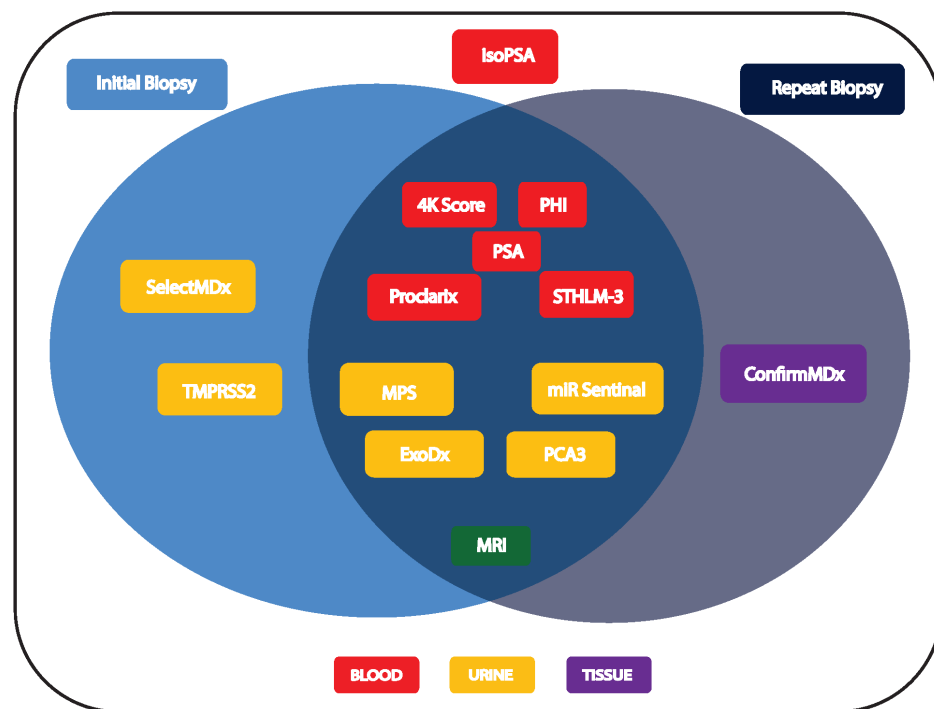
Pruebas de biomarcadores y de imágenes en el entorno de biopsia de próstata inicial y repetida. MPS indica MyProstateScore; MRI, resonancia magnética; PHI, Índice de Salud de la Próstata; PSA, antígeno prostático específico.
